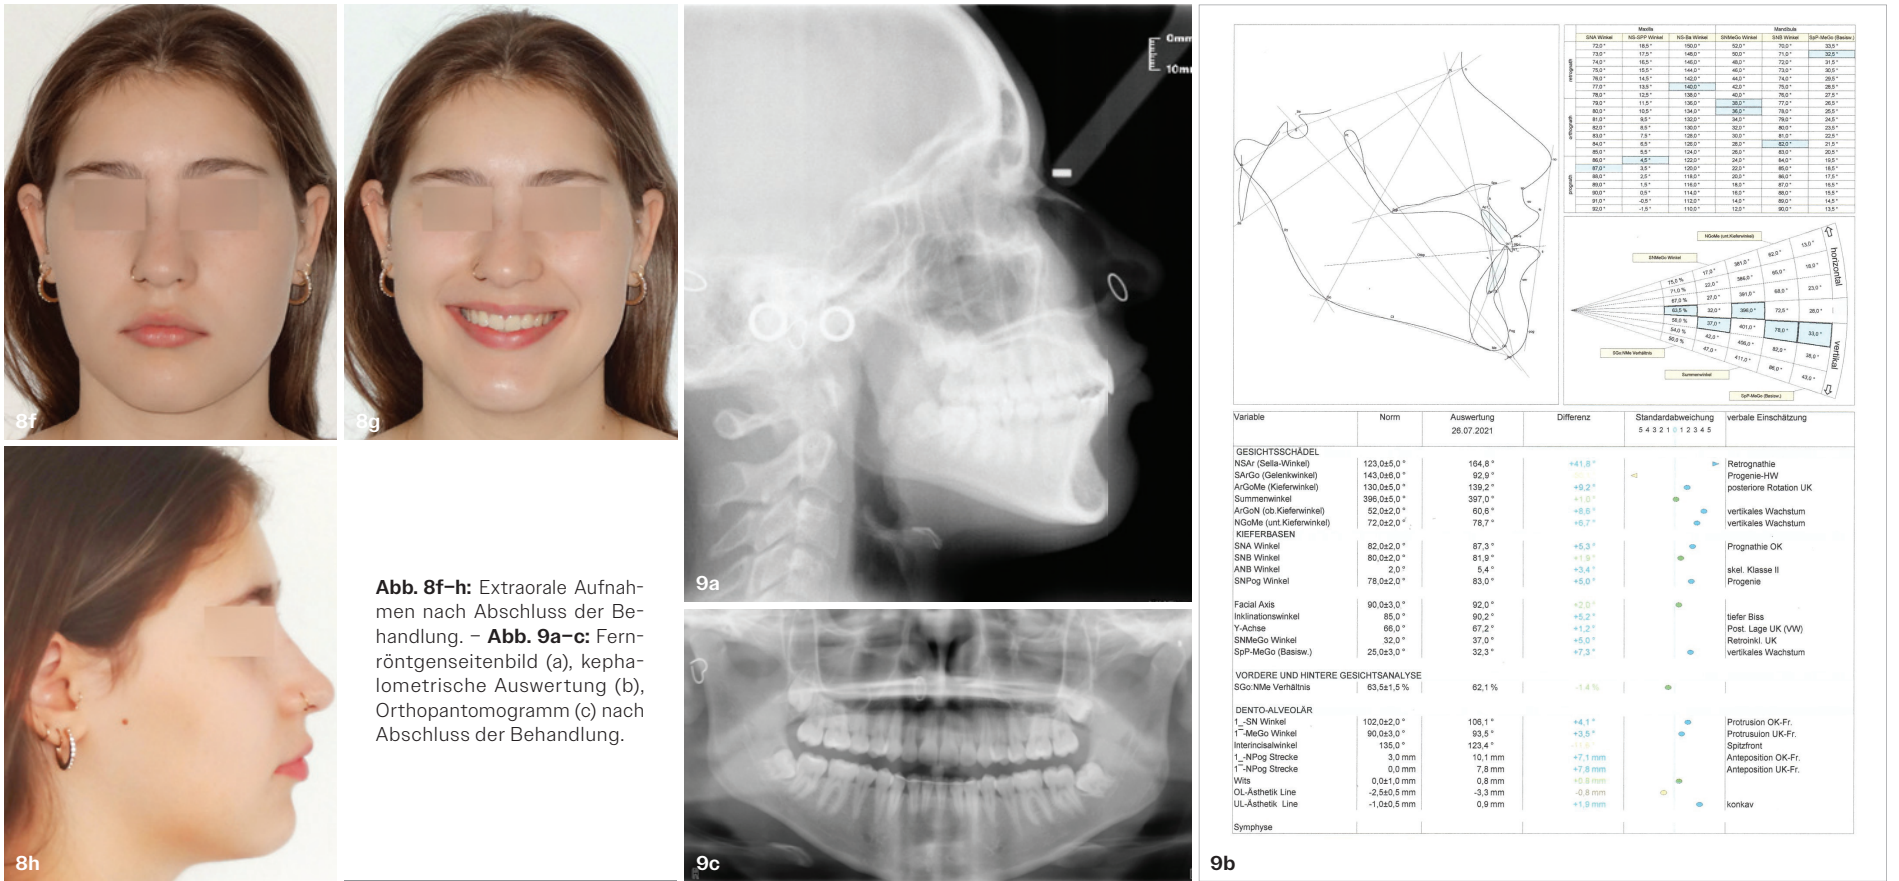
Extraorale Aufnahmen nach Abschluss der Behandlung. - Abb. 9a-c: Fernröntgenseitenbild (a), kephalometrische Auswertung (b), Orthopantomogramm (c) nach Abschluss der Behandlung.
